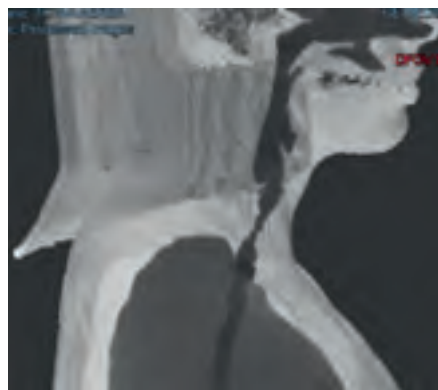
Tomografía de vía aérea simple donde se aprecia compromiso estenótico prequirúrgico. Fuente: imagen tomada de la paciente.
